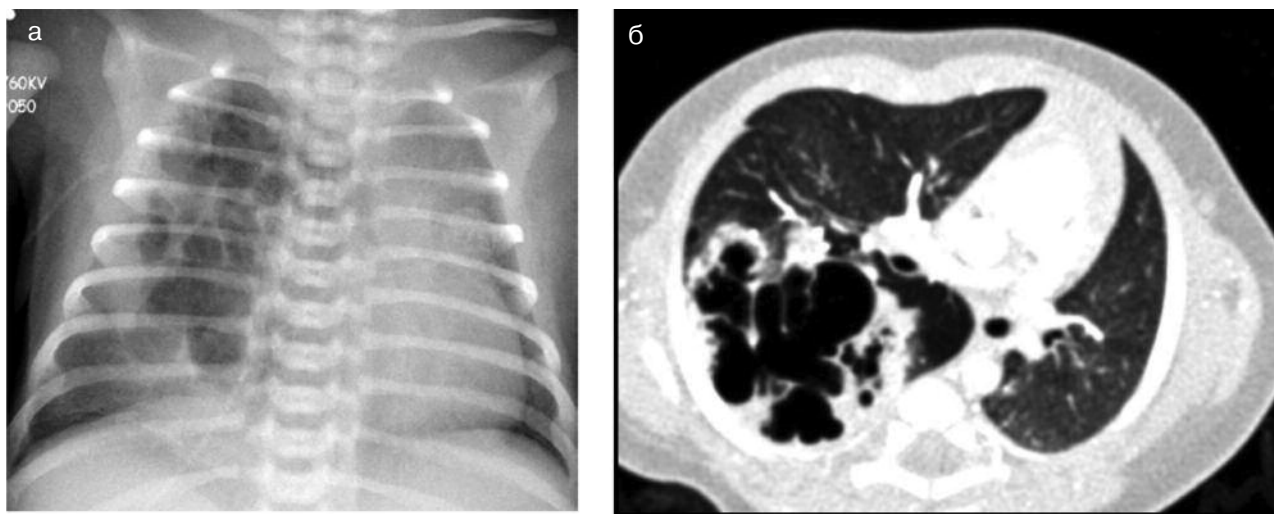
KAM I типу у новонародженої дитини (рентгенограма ОГК (а), СКТ ОГК аксіальний зріз (б) (Radiopaedia.org.: casecontributedbyA. Prof Frank Gaillard)
